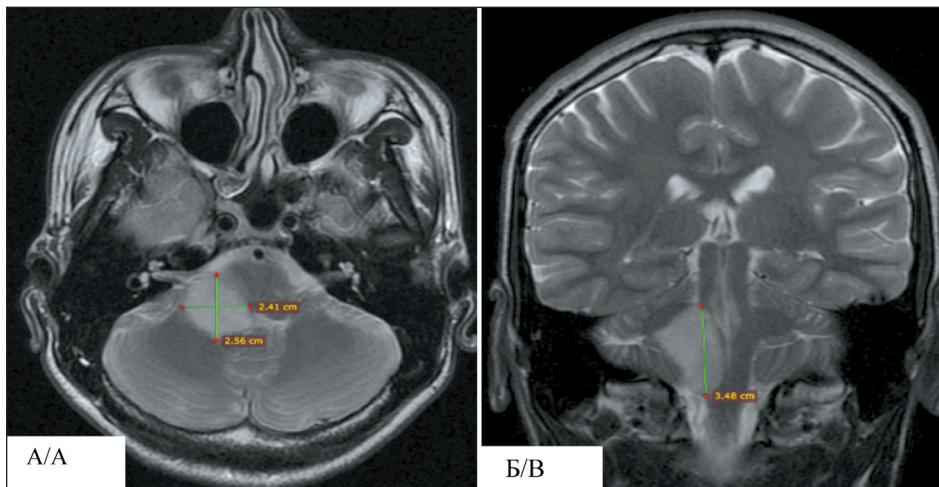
МРТ головного мозга с контрастным усилением (до лечения):
